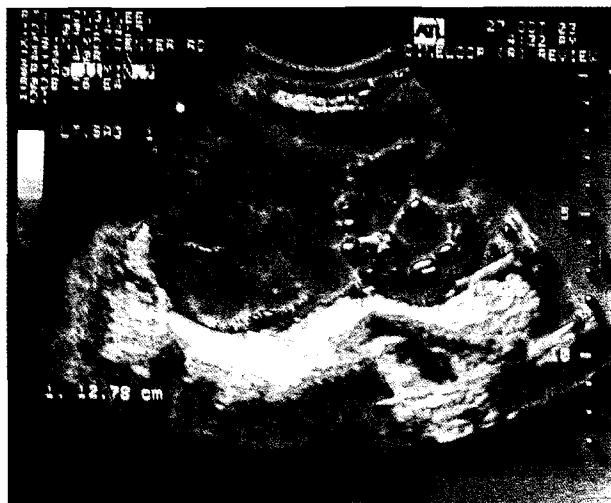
Transabdominal ultrasound showing 11.7 x 8.7 cm sized multiple, thin septa mass in the right ovarian site of pelvic cavity.
